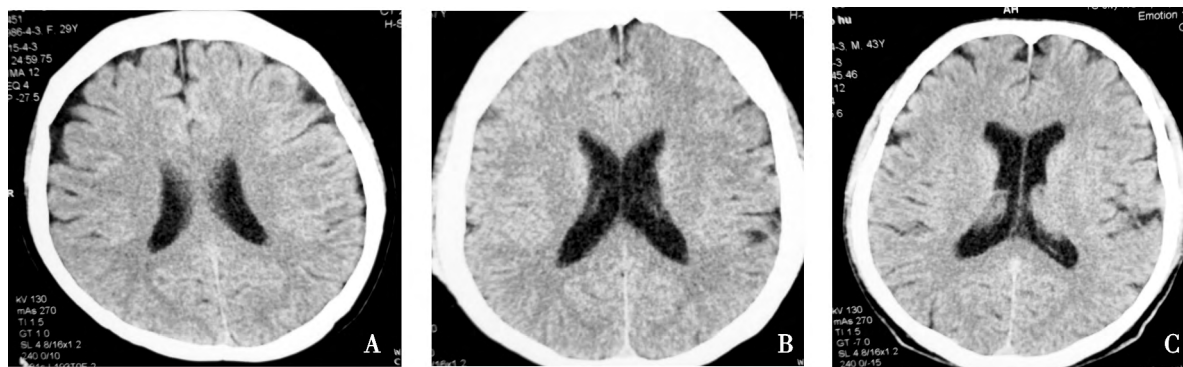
A: 皮质脑萎缩, 女性 29 岁, 孤僻猜疑 8 年, CT 示: 双侧额叶脑沟加深增多, 前纵裂池及蛛网膜下腔增宽; B: 侧脑室扩大, 女性 57 岁, 孤僻懒散, 多疑 35 年, CT 示: 双侧脑室扩大; C: 弥漫性脑萎缩, 男性 43 岁, 疑被害, 耳鸣 2 年, CT 示: 双侧额颞叶脑沟加深增多, 幕上脑室扩大
